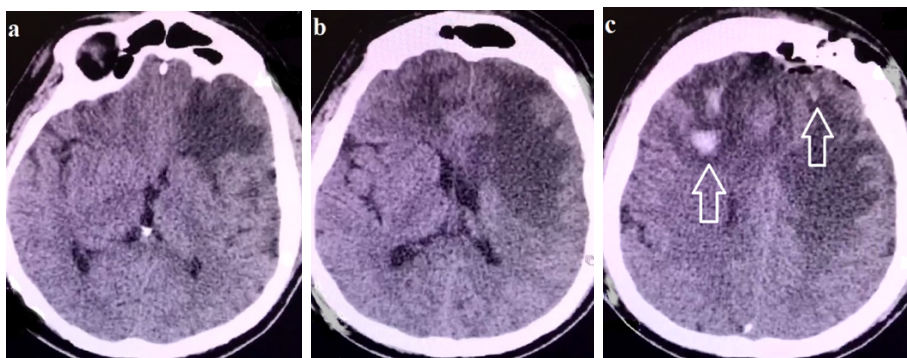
(а, b, с). Контрольне, післяопераційне СКТ головного мозку на
